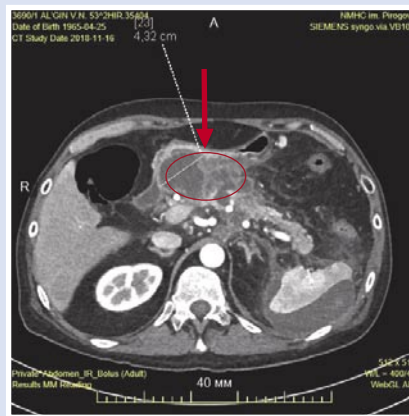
МСКТ брюшной полости с контрастированием пациента А.: ПК тела ПЖ (указана стрелкой) от 17.11.2018 г.
